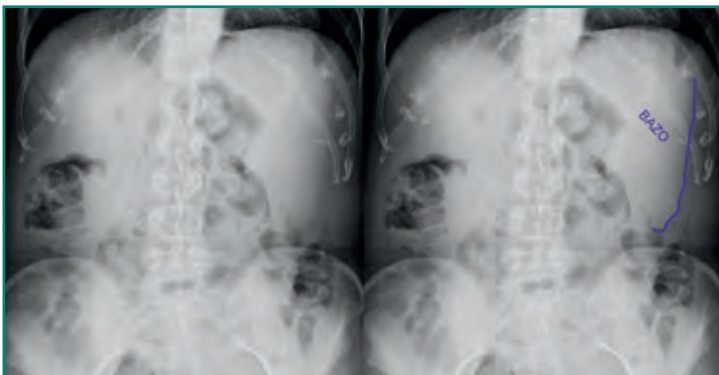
Radiografía simple de abdomen en decúbito supino que demuestra un desplazamiento a caudal de la línea visceral del bazo (*línea morada*) representando una esplenomegalia.
